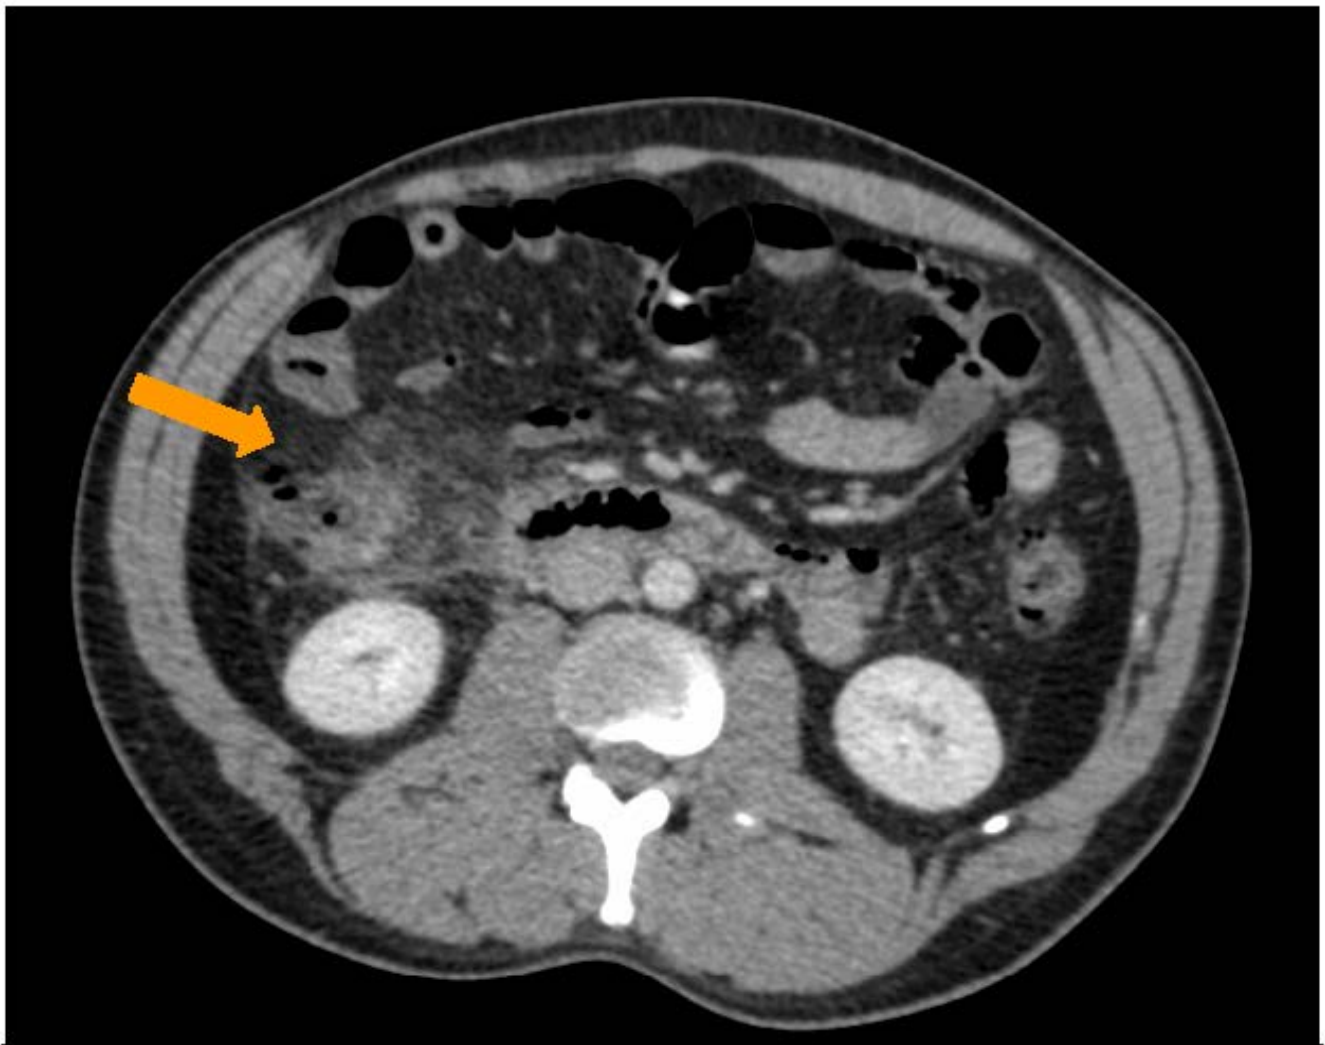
TC Abdomen-Pelvis muestra inflamación de grasa pericolónica derecha asociada a colección hidroaérea de 2x2 cm.
